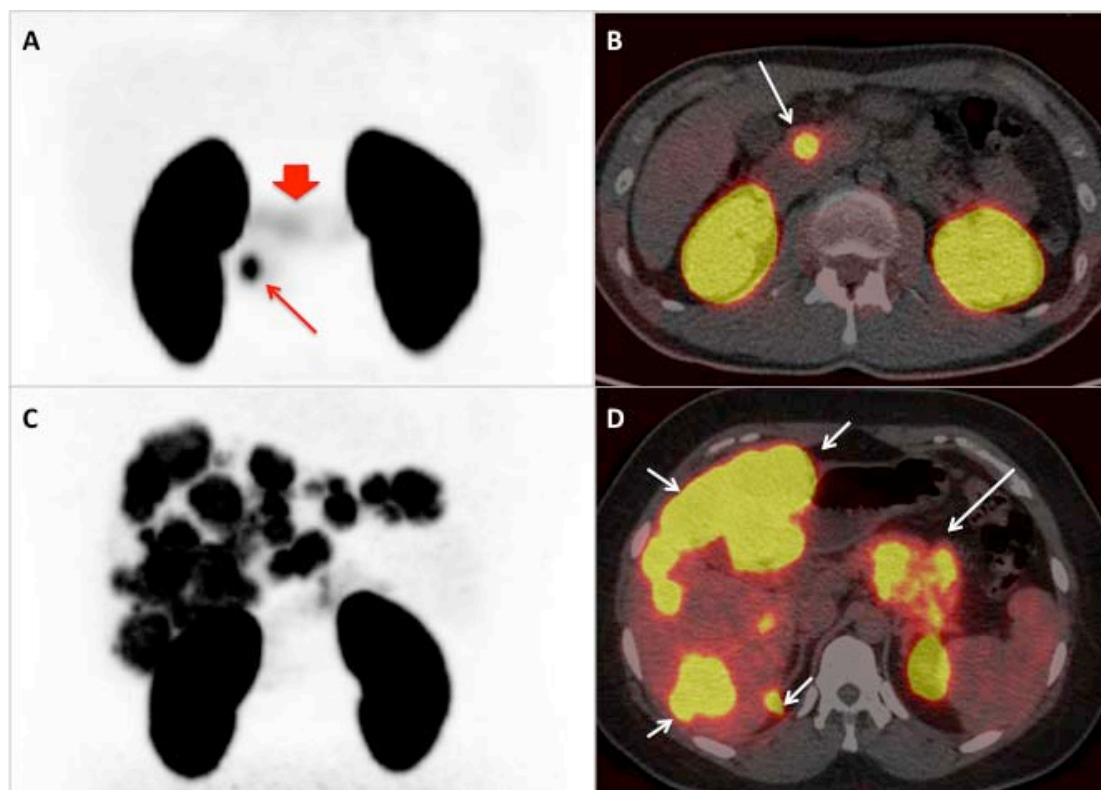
A-B. 胰腺钩突部胰岛素瘤患者 ^{68}Ga -exendin-4 PET/CT (A. PET 最大密度投影图; B. 横断层融合图), 可见钩突部胰岛素瘤放射性摄取异常增高 (A、B 长箭), 胰腺颈体尾部见轻度生理性摄取 (A. 短箭头)。C-D. 胰岛素瘤肝转移患者 ^{68}Ga -exendin-4 PET/CT (C. PET 最大密度投影图; D. 横断层融合图), 可见肝内大量转移灶, 放射性摄取异常增高 (D. 短箭), 胰腺体尾部胰岛素瘤原发灶摄取明显增高 (D. 长箭)。
